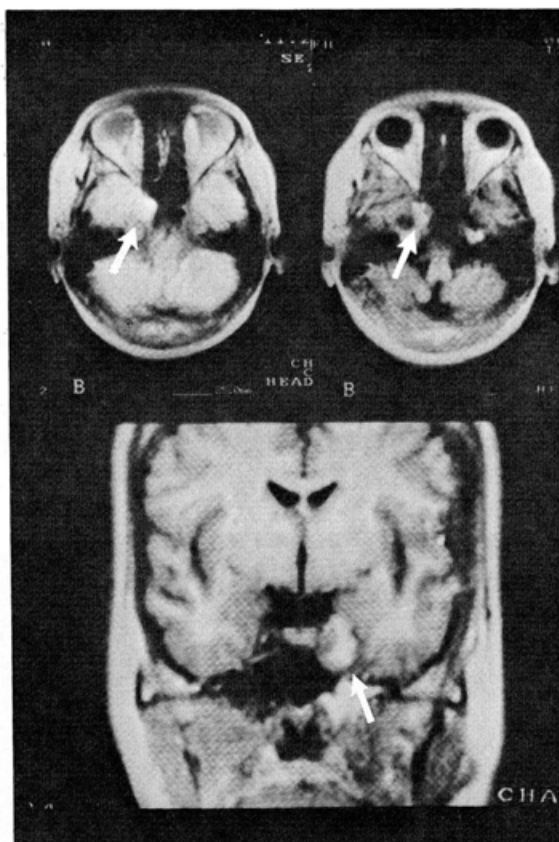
MRI taken 37 days after complete occlusion of the left internal carotid artery. Aneurysm is pointed out by an arrow.
